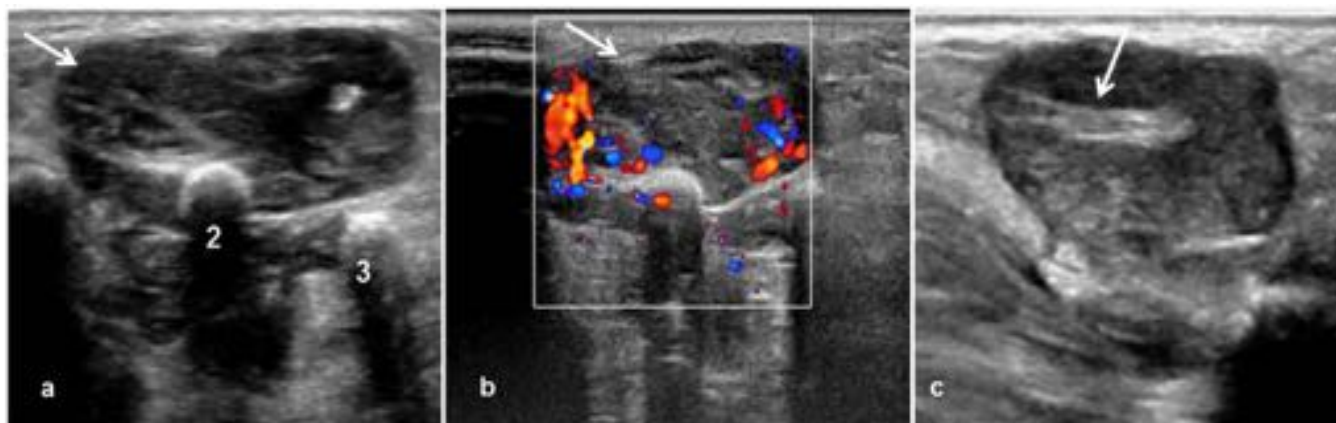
Imagen ecográfica en planos axiales en modo B (a) y Doppler (b) y en plano sagital (c) en la que se aprecia una masa (flecha blanca) de bordes lobulados y bien definidos, hipocogénica heterogénea con septos hiperecogénicos en su interior, localizada en el dorso del segundo dedo (2) y englobando al tendón extensor corto del segundo dedo (flecha en imagen c). Intensa vascularización periférica en la exploración Doppler. Compatible con tumor de células gigantes.
